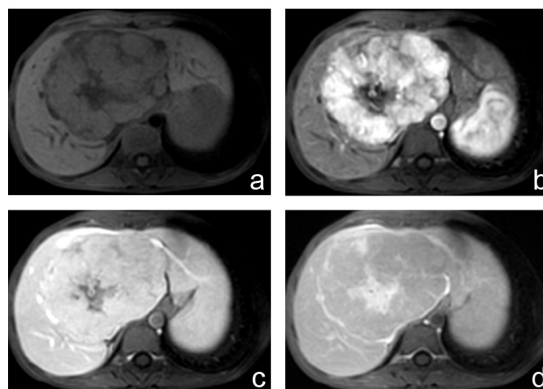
Séquences IRM en coupes axiales T1 sans (a) et après injection de produit de contraste para-magnétique aux temps artériel (b), portal (c) et tardif (d). Le rehaussement après injection est intense, hétérogène au temps artériel (b), avec un début d'homogénéisation au temps portal mieux visible aux temps plus tardifs (d). Celui de la cicatrice centrale et de la pseudo-capsule périphérique est faible au temps artériel, avec homogénéisation au temps portal avec un rehaussement plus marqué aux temps tardifs.
